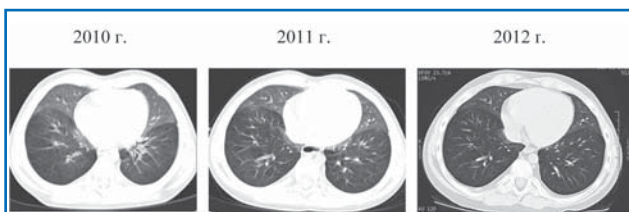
КТ пациента с НЭГМ 2009 г. р. в динамике: симптом «матового стекла» в передних отделах средней доли правого легкого и язычковых сегментах левого легкого определяется на протяжении последовательных 3 лет с уменьшением плотности и распространенности затенения.
